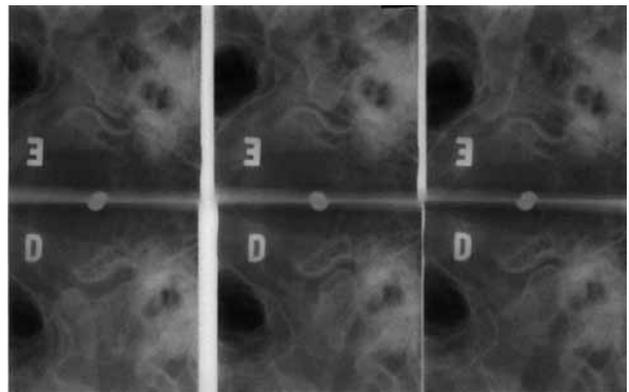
Radiografia Transcraniana em norma Lateral (região da ATM).
